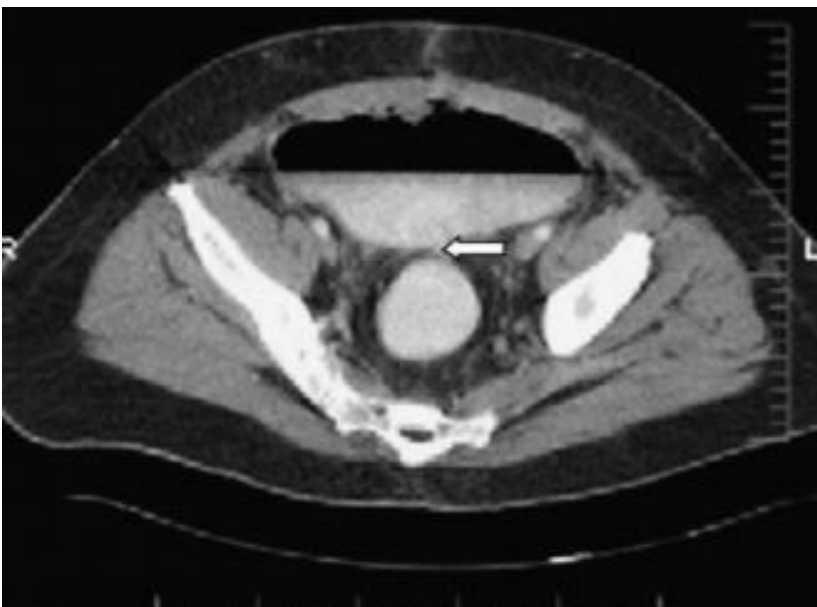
Tomografía de abdomen que muestra una colección perianastomótica con fuga del material de contraste. *Tomado de Scileppi et al. Gastrointestinal Endoscopy. 2005.*⁴⁸
